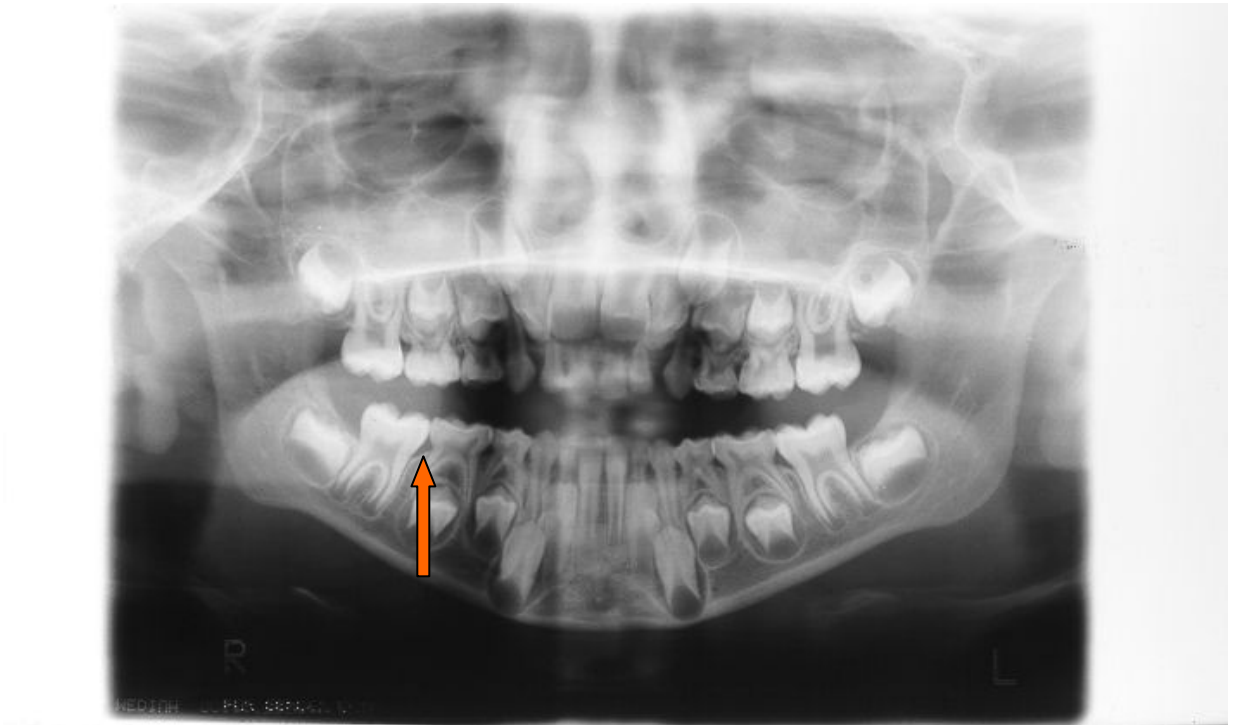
Radiografía panorámica infantil se puede observar membrana periodontal relativamente gruesa (flecha roja)
